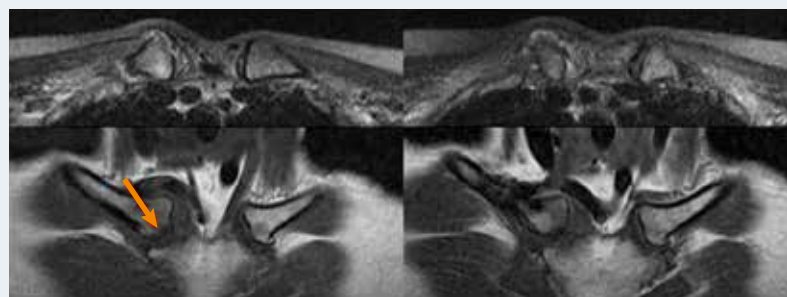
IRM de l'articulation sternoclaviculaire chez une femme de 57 ans. Discret œdème osseux en regard d'une microérosion sous-chondrale (flèche).
